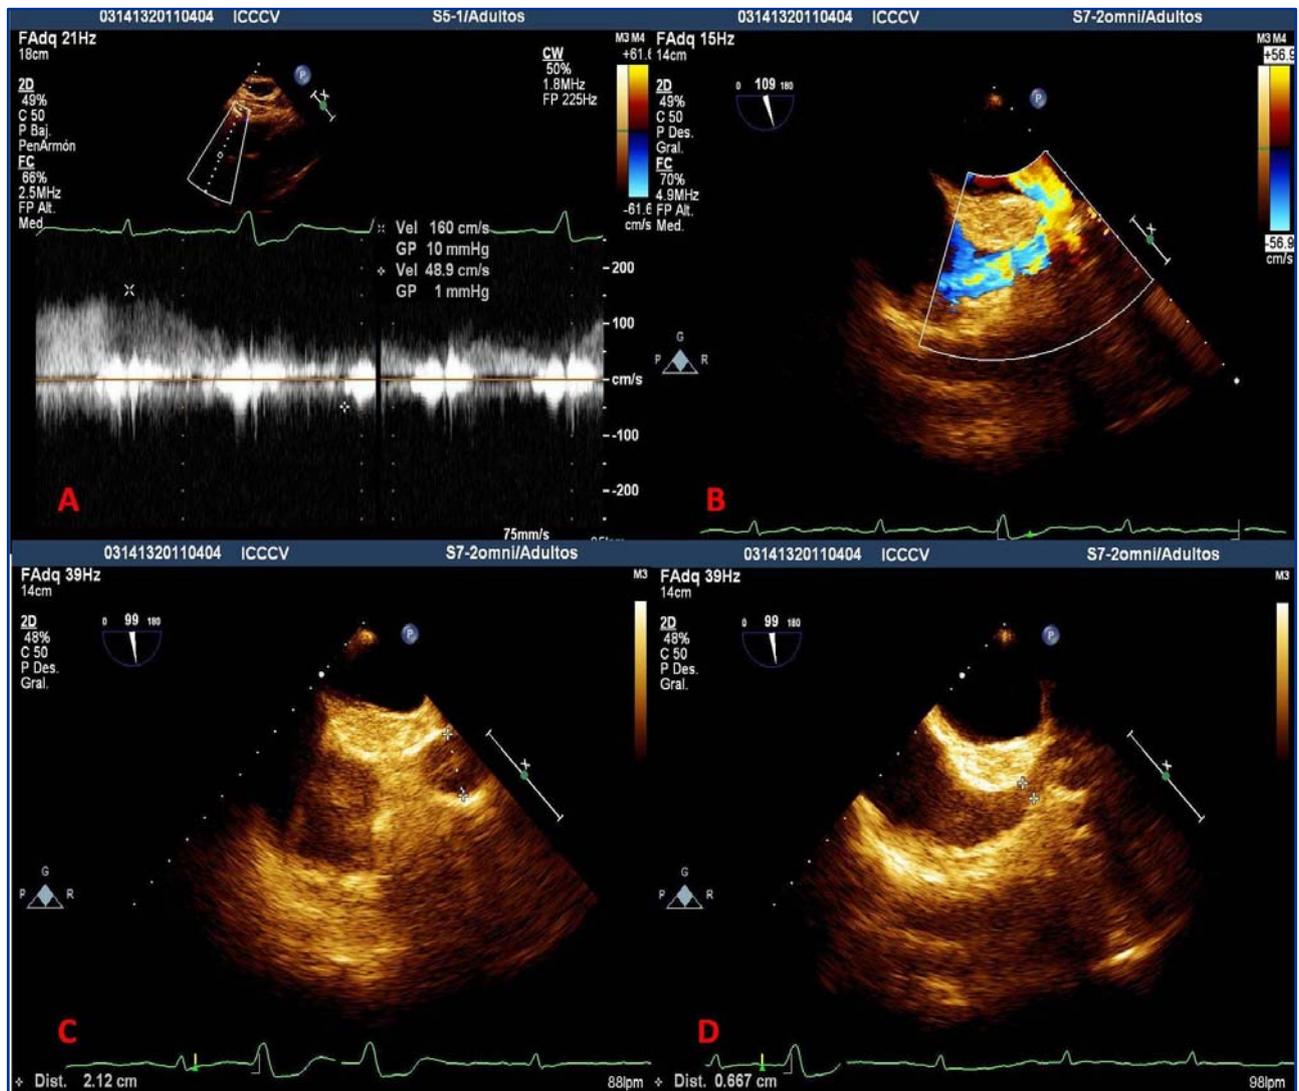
Ecocardiograma transtorácico.
